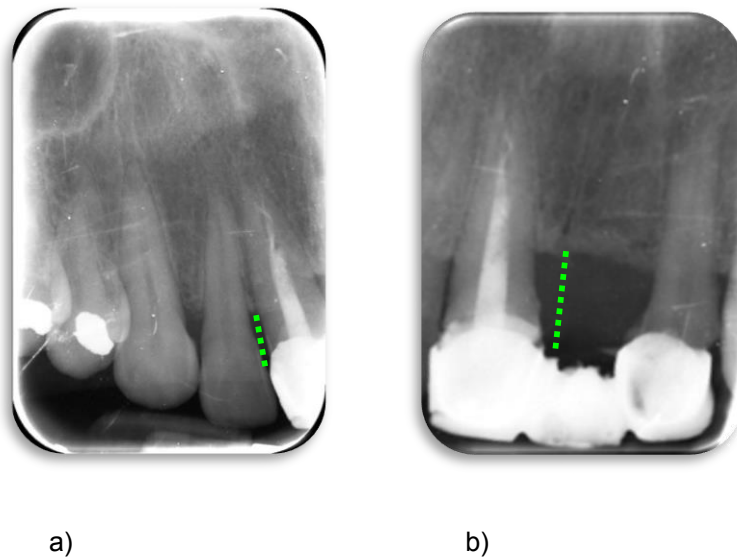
y 23 Radiografías dentoalveolares, pérdida de la cresta ósea a) 6 mm y b) 8.7 mm
